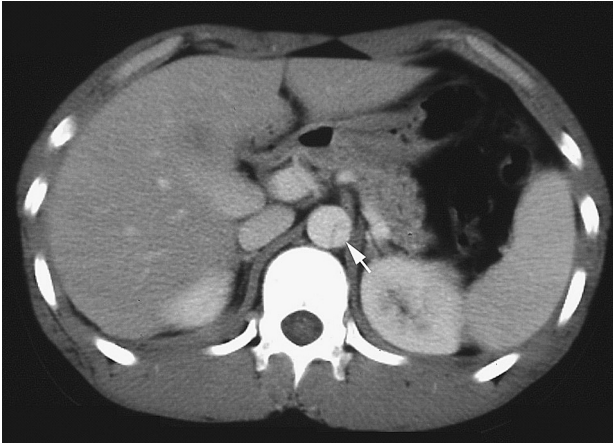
第4病日のCT。解離腔（矢印）に著変なし。
